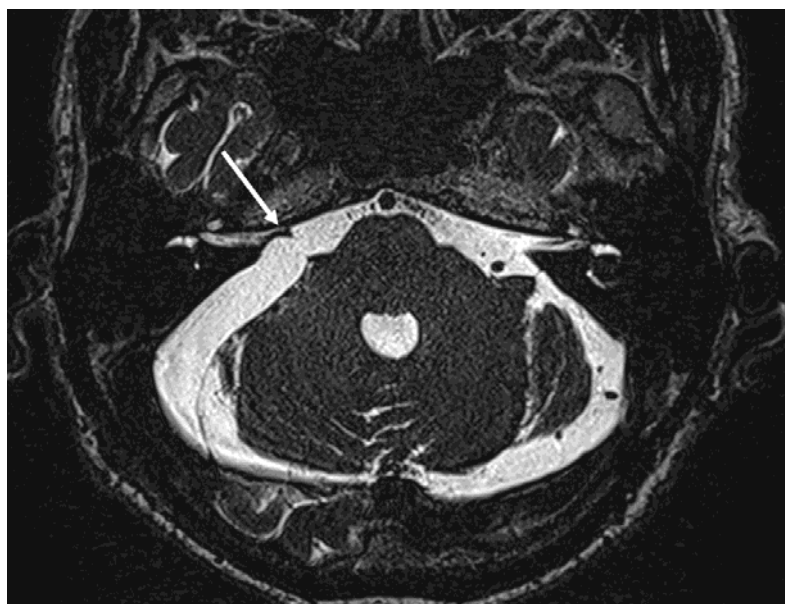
МРТ головного мозга через 4 месяца после операции (белой стрелкой указан деформированный лицевой нерв)
